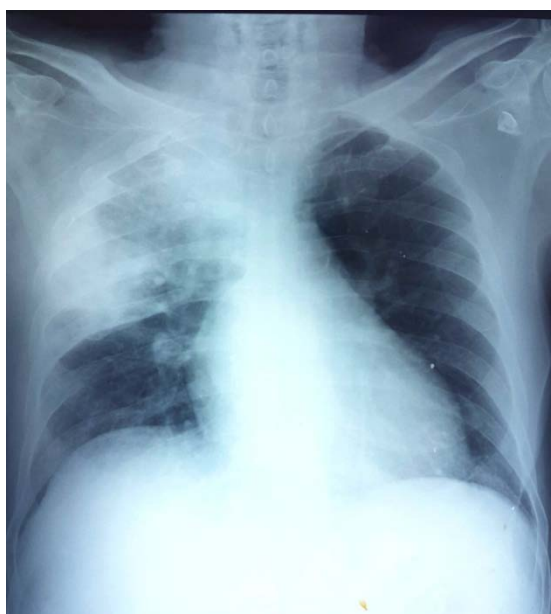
Radiographie thoracique de face montrant une opacité systématisée du lobe supérieur droit.
